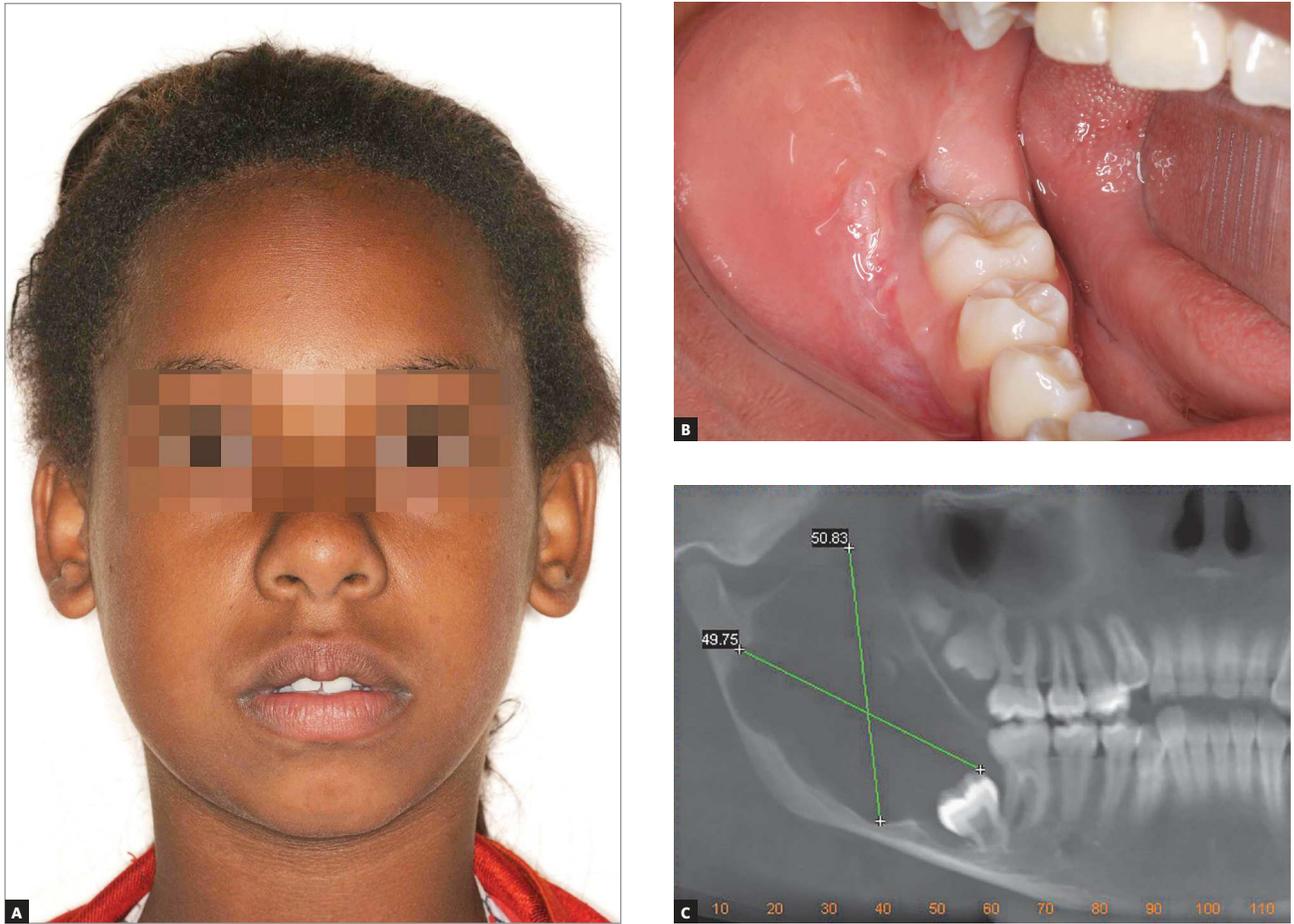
A) Exame extrabucal, mostrando discreta assimetria na região de mandíbula do lado direito. B) Exame intrabucal, mostrando aumento de volume na região de molares inferiores direitos. C) Tomografia computadorizada de feixe cônico da mandíbula, mostrando a extensão da lesão e a presença dos dentes 46, 47 e 48 associados à lesão.
